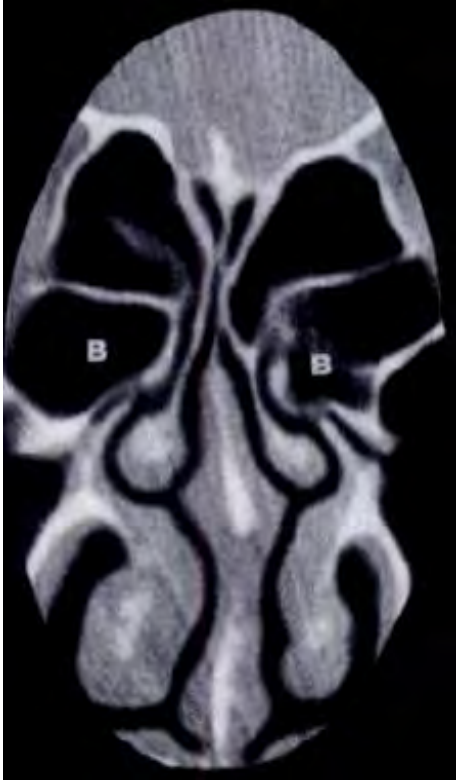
TC SPN donde se observa Complejo Ostiomeatal con presencia de Bullas Etmoidales Bilaterales prominentes (B).
